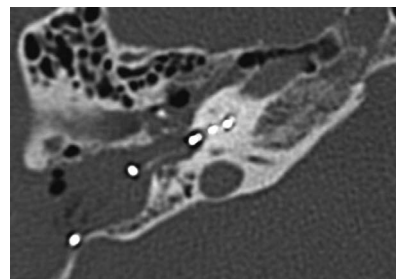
КТ-картина правой ВК перед операцией.
